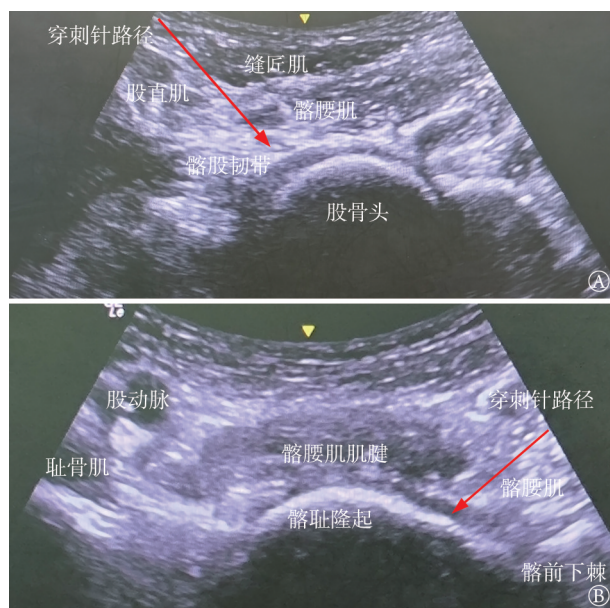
髂腰肌平面阻滞(A)及髋关节囊周围神经阻滞(B)超声图
